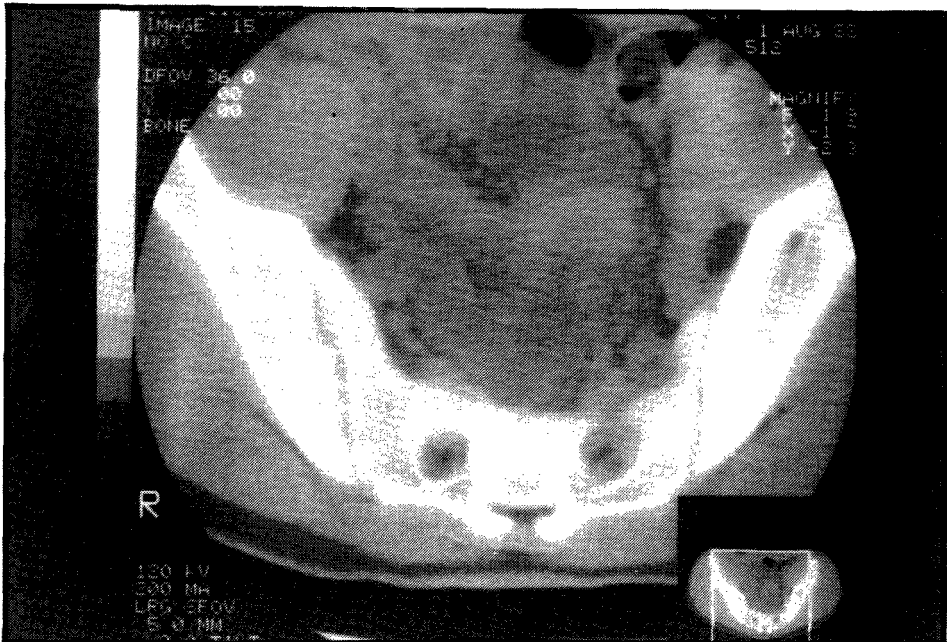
TAC das articulações sacro-iliacas mostrando erosões a nível da articulação sacro-iliaca (caso 1).
